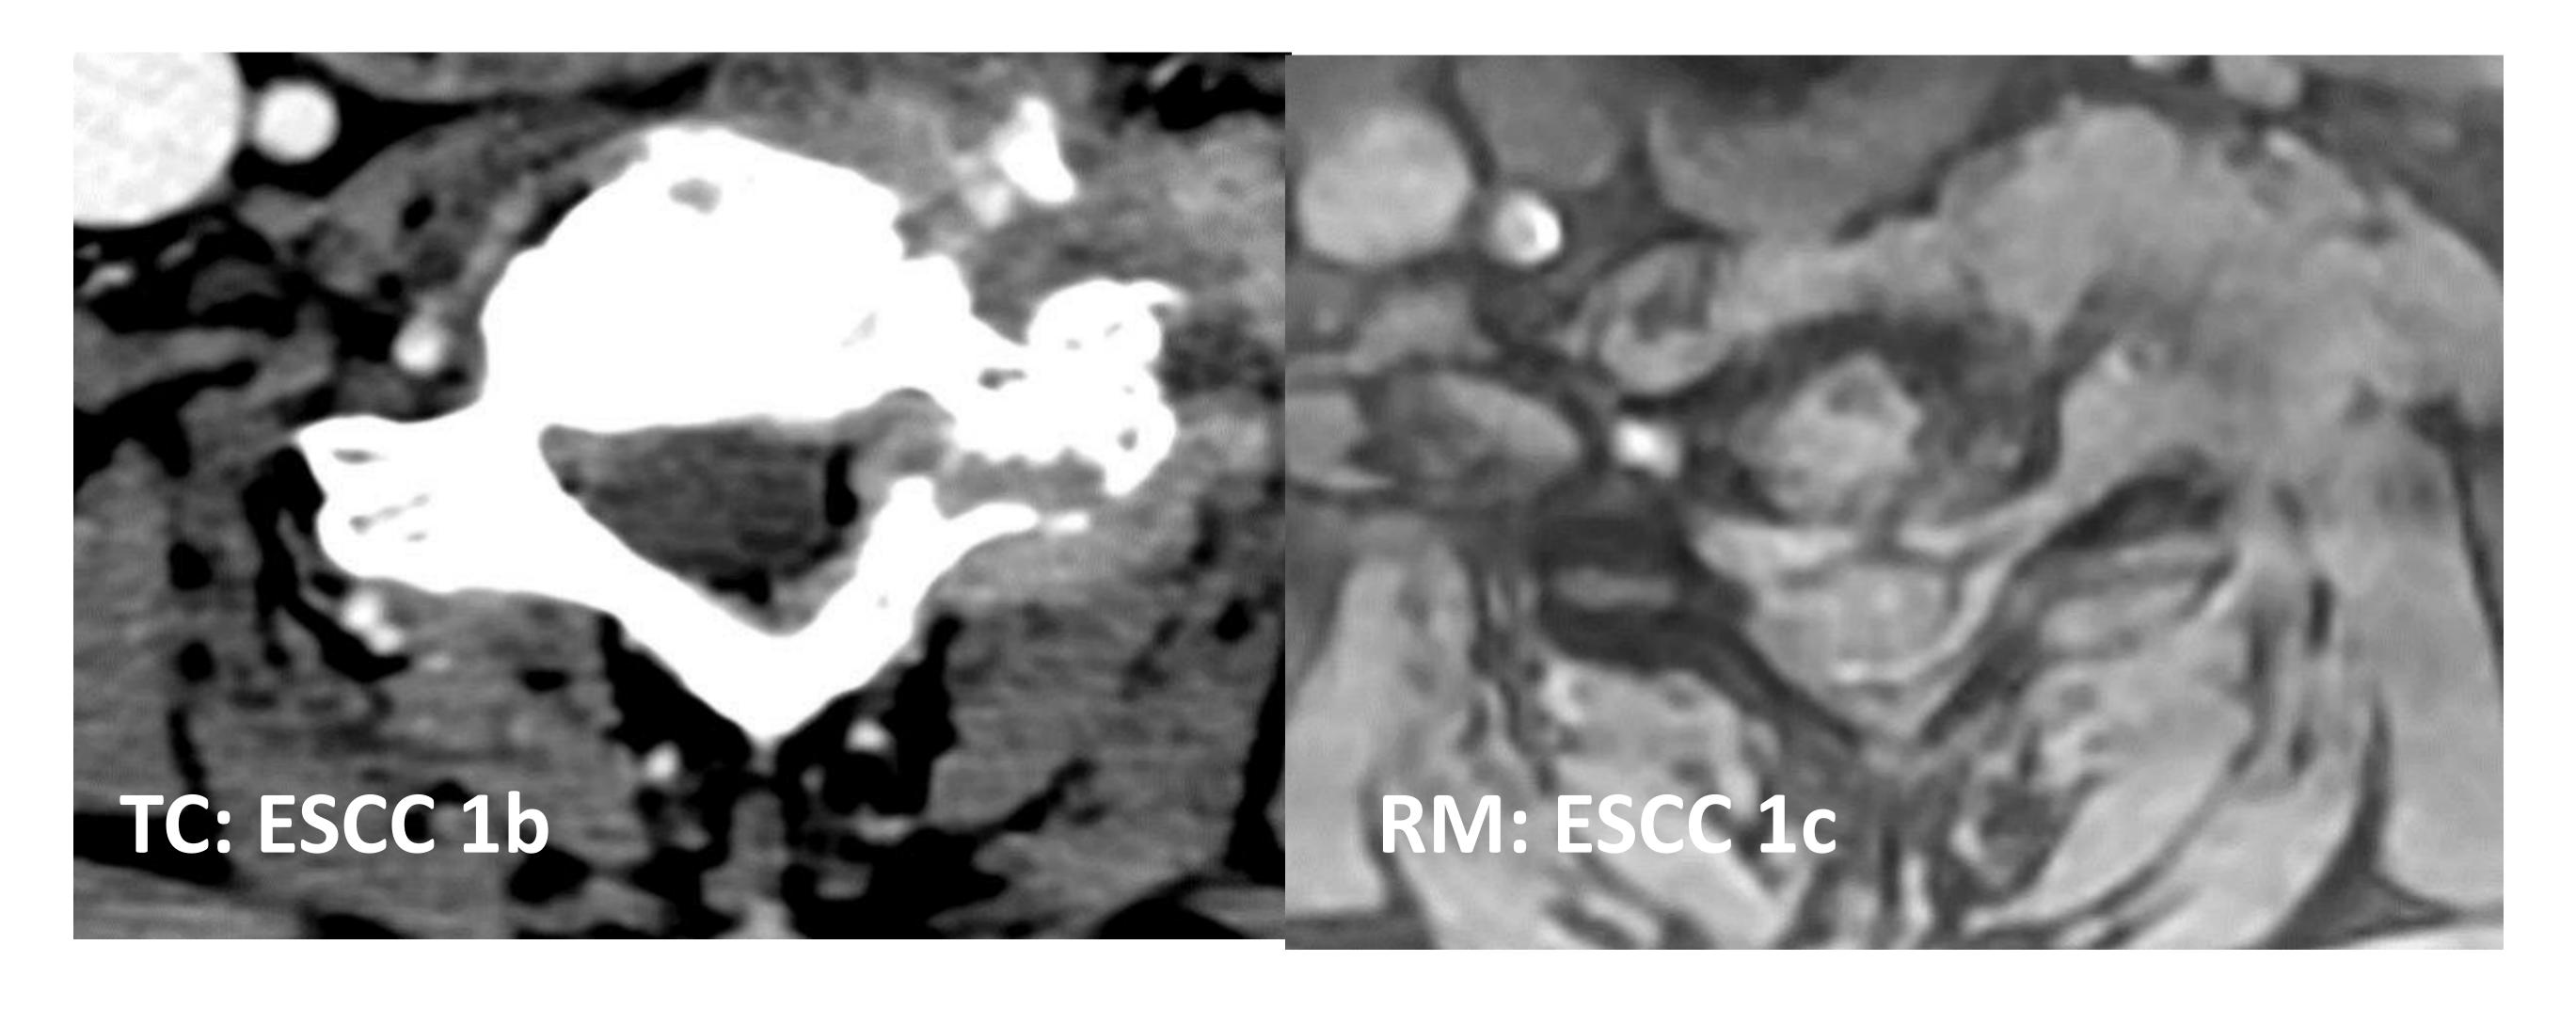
<u>Paciente 4</u>: los resultados de TC y RM no concuerdan: El TC ha infraestimado la lesión, sin embargo, concuerdan en cuanto a grupo (ESCC 1), sin concordar en cuanto al subgrupo (1a,b,c); SINS 13 (Inestable)
